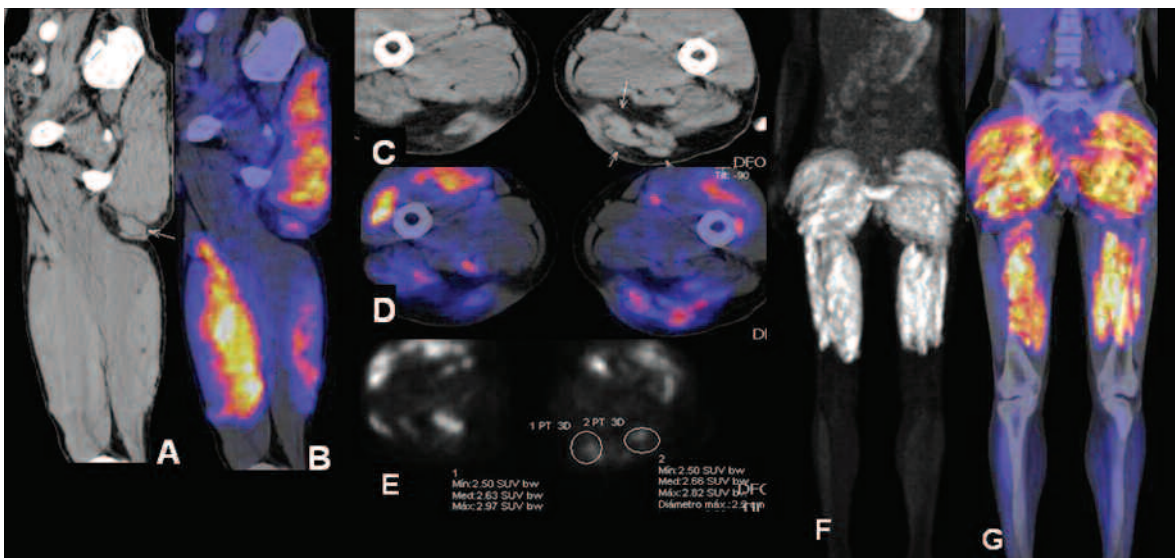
Hipercalcemia, proceso inflamatorio de material siliconado. (a), (b), (c), (d) TC multislice y Fusión PET-TC planos sagital y axial. (e) PET plano axial. (f) y (g) Mapa 3D PET plano coronal: múltiples procesos sólidos e hipermetabólicos en el tejido celular subcutáneo de la región glútea inferior a predominio izquierdo (flechas), con SUV máximo de 3, como expresión de un proceso inflamatorio confirmado por la biopsia de uno de ellos. Incidentalmente también se visualiza una importante acentuación de la actividad metabólica en los grupos musculares glúteos y de ambos muslos en relación al antecedente de actividad física extrema realizada. Ausencia de captación en el resto de los grupos musculares.
